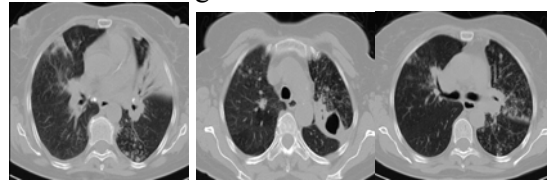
Examen CT torace nativ, secțiuni axiale la un pacient în vârstă de 57 de ani cu proces specific pulmonar de tip cavernă, focare de condensare, unele cu necroză în formare și diseminări de tip micronodular.
